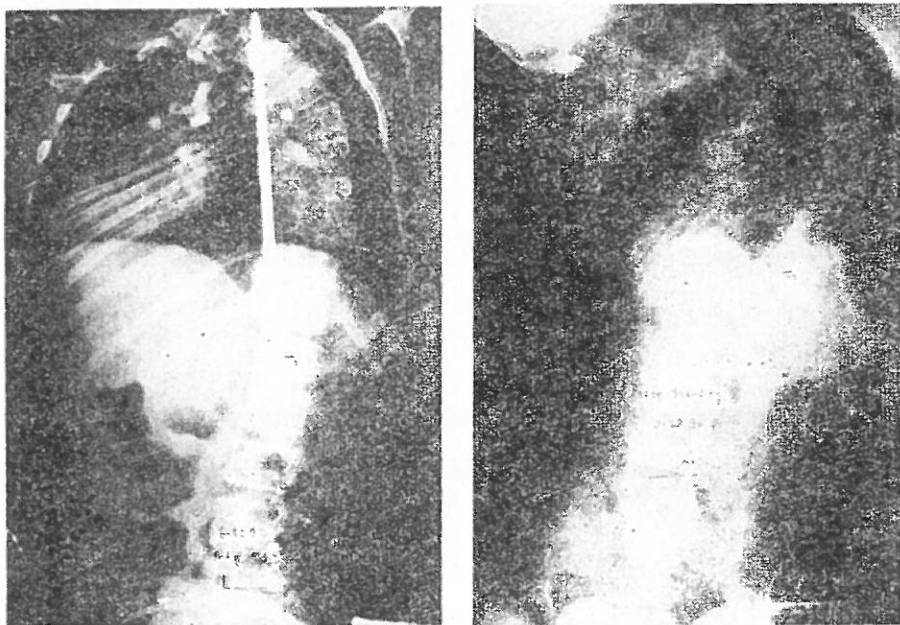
Preoperative and Postoperative X-rays (Case IV)
